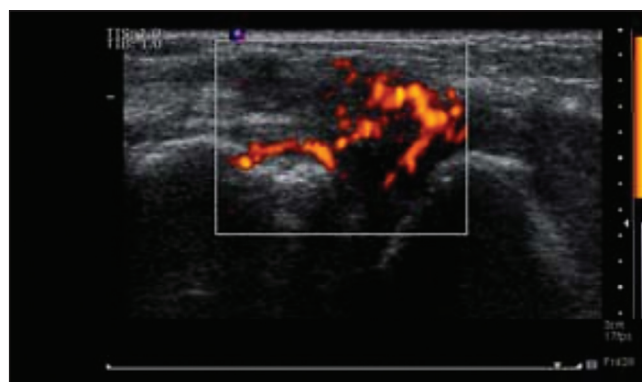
Longitudinal view of the wrist revealing active synovitis on gray scale - B mode (upper), and Power Doppler (lower)
